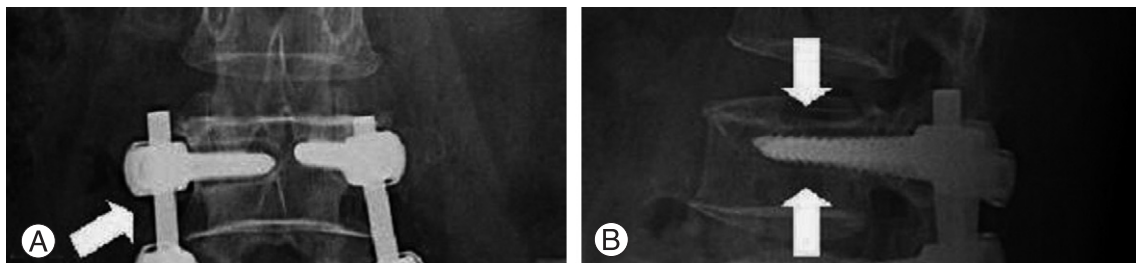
Assessment of clear zones around pedicle screws. (A), (B): The presence of a 1 mm or greater radiolucent zone (arrows) around a screw on the radiograph was regarded as clear zone positive.
